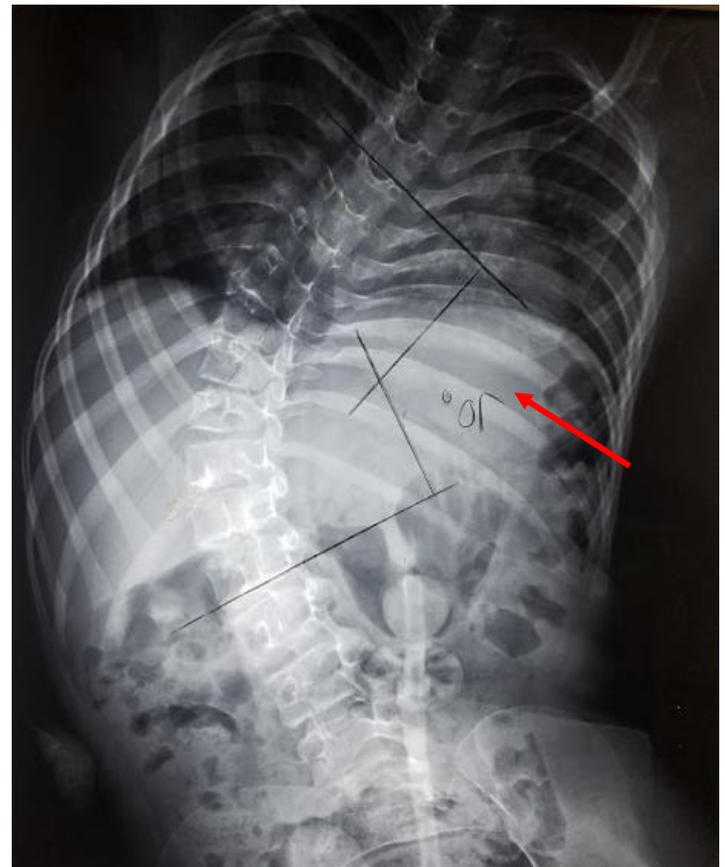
Radiografía antero-posterior de tórax
